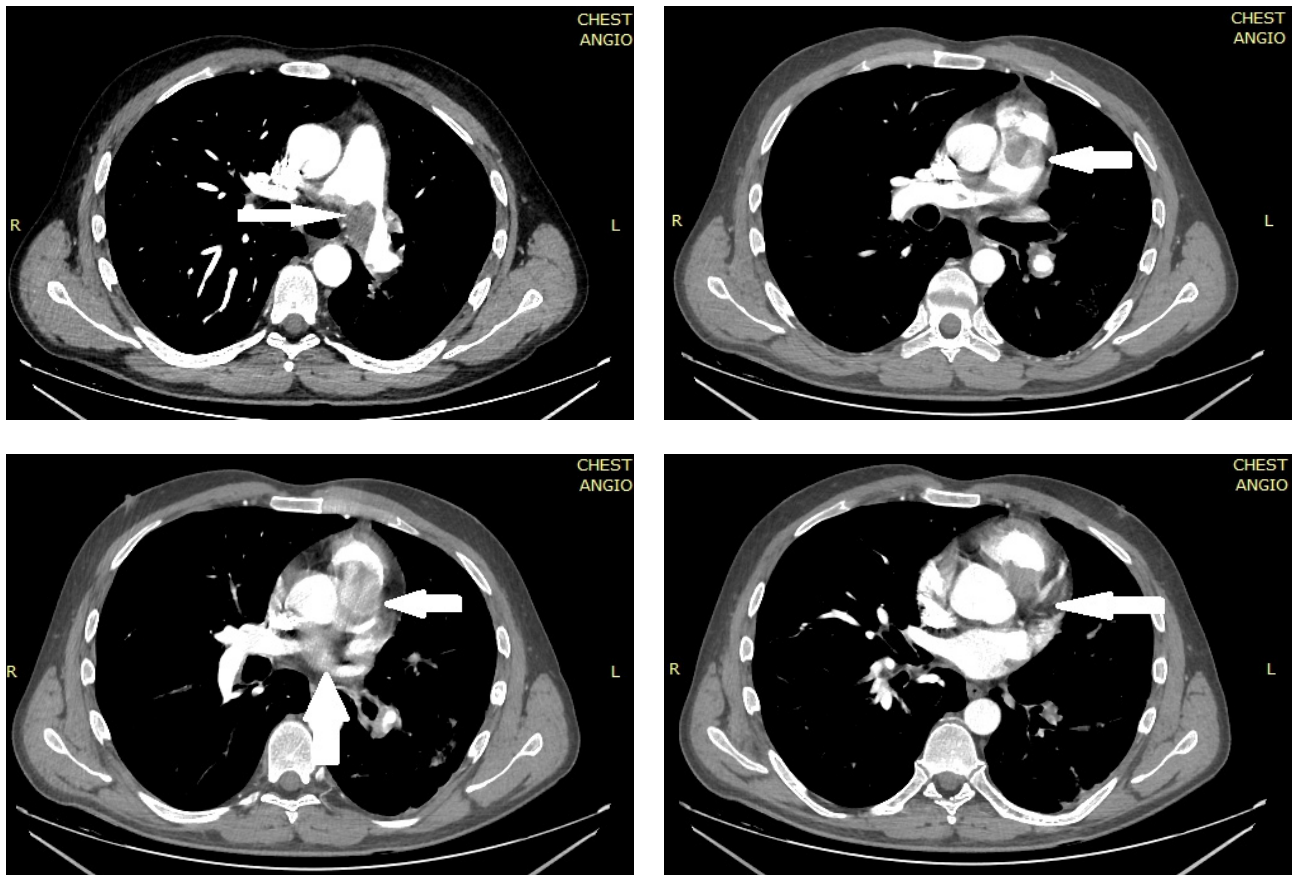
Серия изображений, полученная при МСКТ с внутривенным контрастированием. Белая стрелка — дефект контрастирования ЛА.
